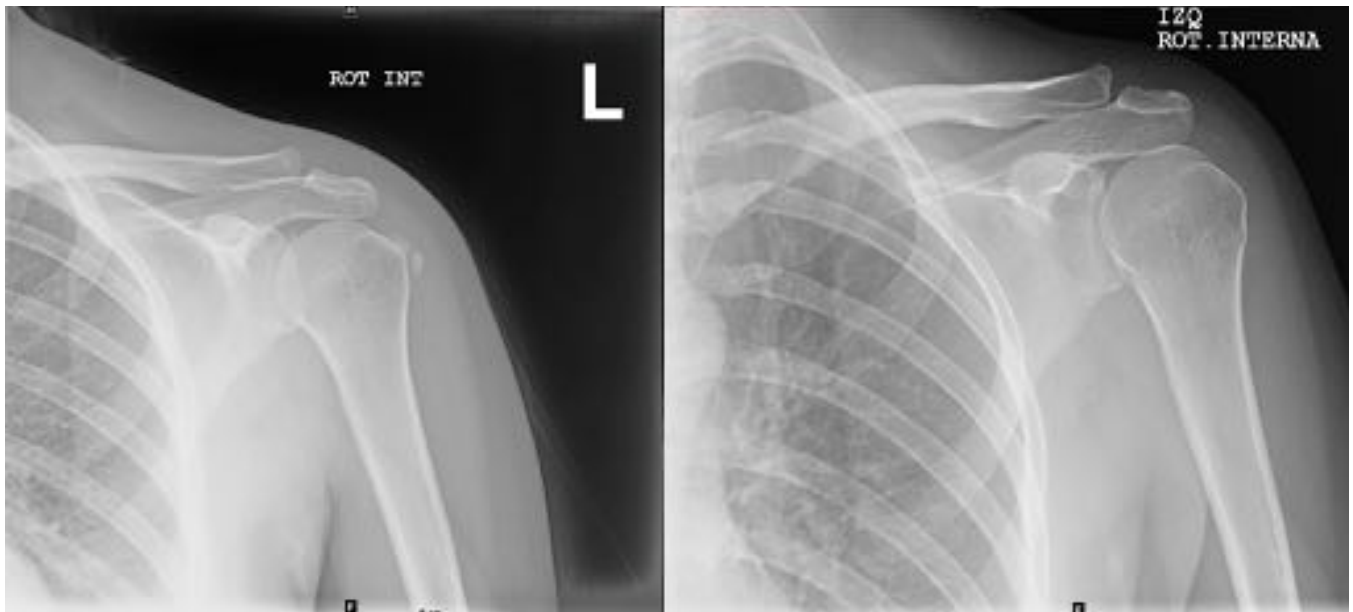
En la radiografía simple de la izquierda se observan grandes calcificaciones pétreas en el manguito rotador izquierdo. Varias semanas después, la radiografía de la derecha, muestra una única calcificación lineal en la bursa SAD izquierda.
